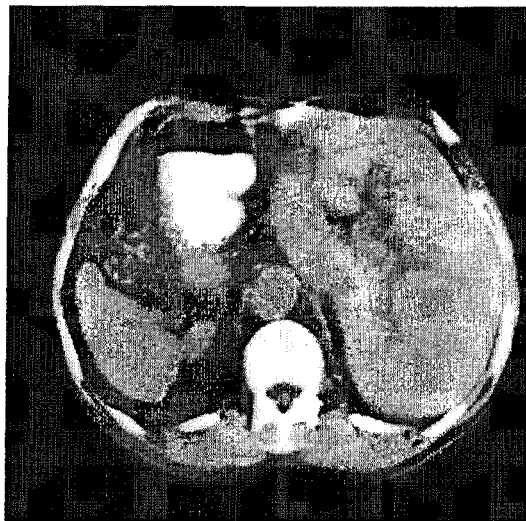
Компьютерная томограмма больного К. 69 лет. Резко расширенные внутрипеченочные желчные протоки.
